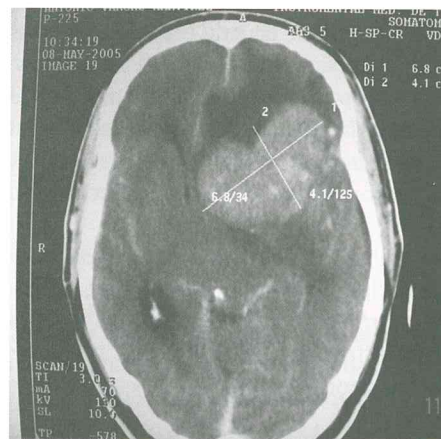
Tomografía computarizada de cráneo donde se aprecia una imagen que sugiere neoplasia intracerebral (probable oligodendroglioma).
